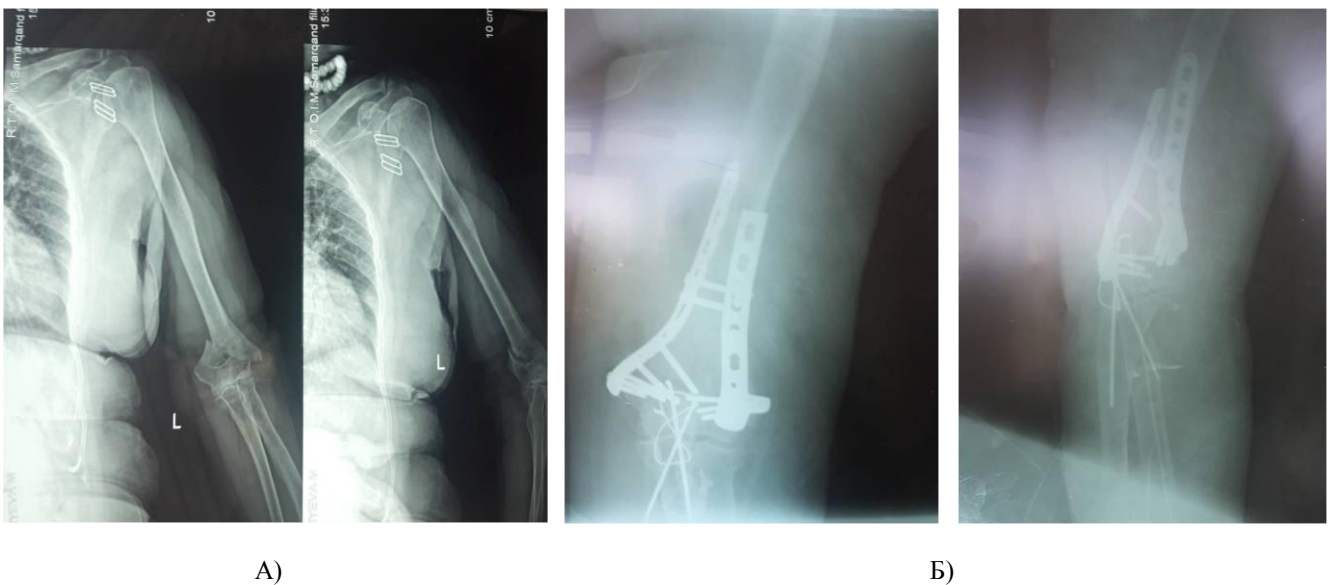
Открытый остеосинтез реконструктивными пластинами и открытый остеосинтез угловыми стабилизирующими пластинами. А) Рентгенограммы до операции. Б) Рентгенограммы после операции
